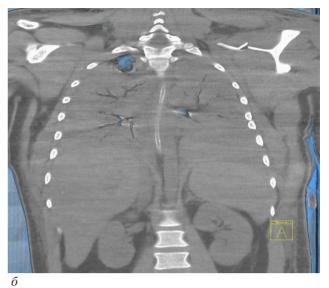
Компьютерные томограммы пациента А., 27 лет, в день поступления 17.05.2018 г.: а – тотальные зоны массивного ушиба, с геморрагическим пропитыванием и консолидацией легочной ткани; б – «симптом воздушной бронхографии»
